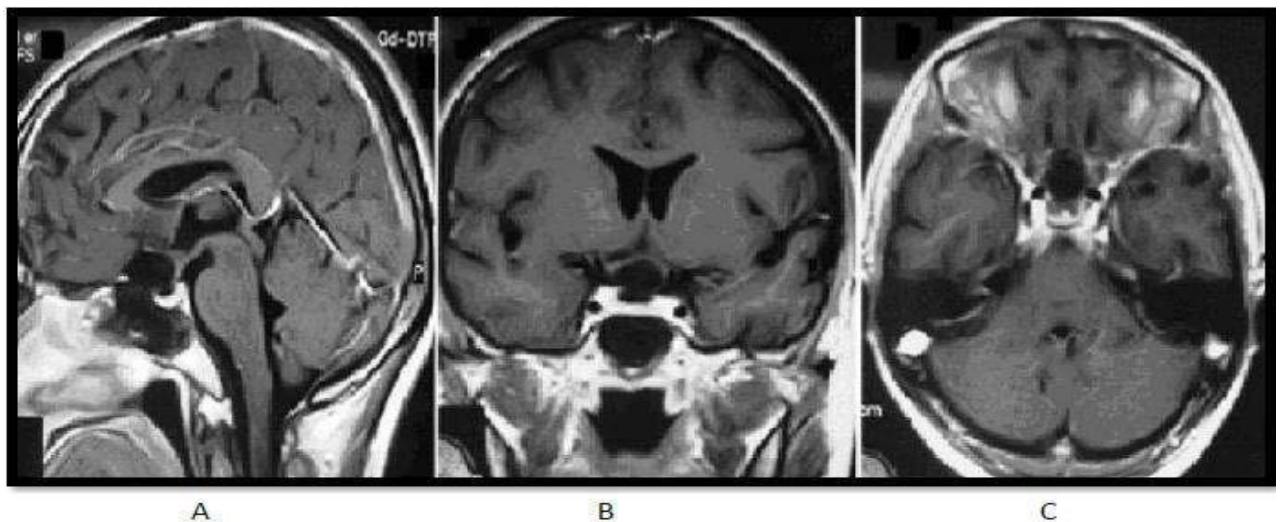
IRM cérébrale en postopératoire, pondérée en T1 après injection du gadolinium en coupe sagittale (A), coronale (B) et axiale (C) montrant la résection du méningiome du tubercule de la selle turcique.
